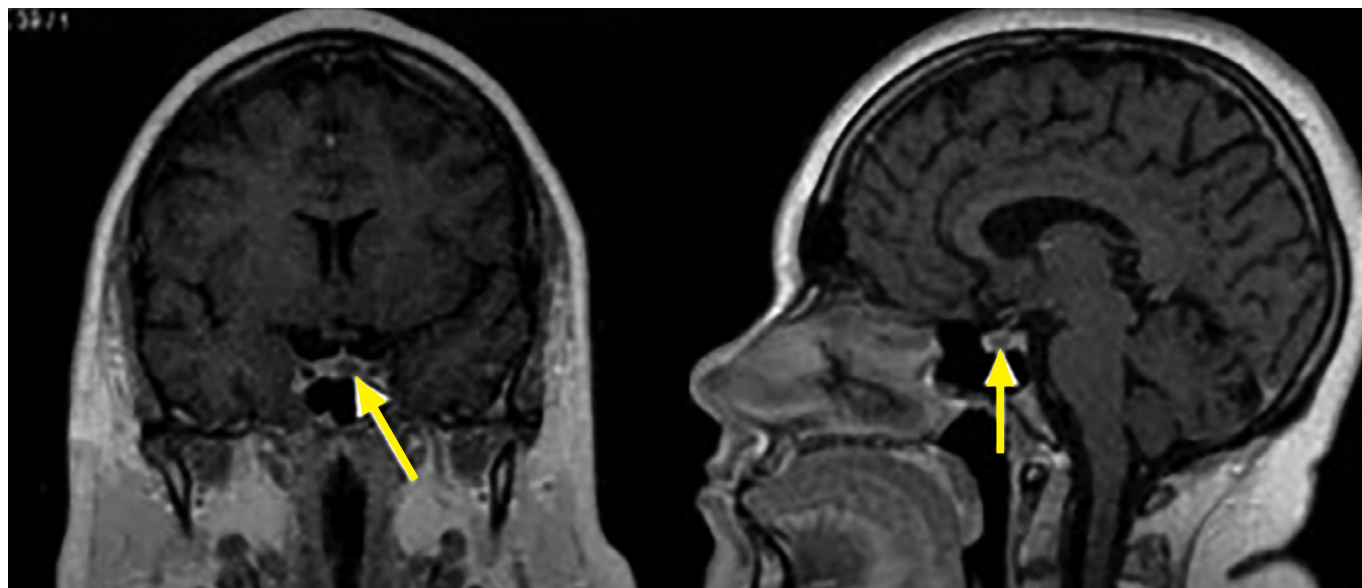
Эндоселлярная кортикотропинома. На фронтальных (А) и сагиттальных (Б) МР-томограммах в T1-взвешенном режиме при введении контрастного вещества отмечается сниженное накопление контрастного вещества, в отличие от нормальной ткани гипофиза.
